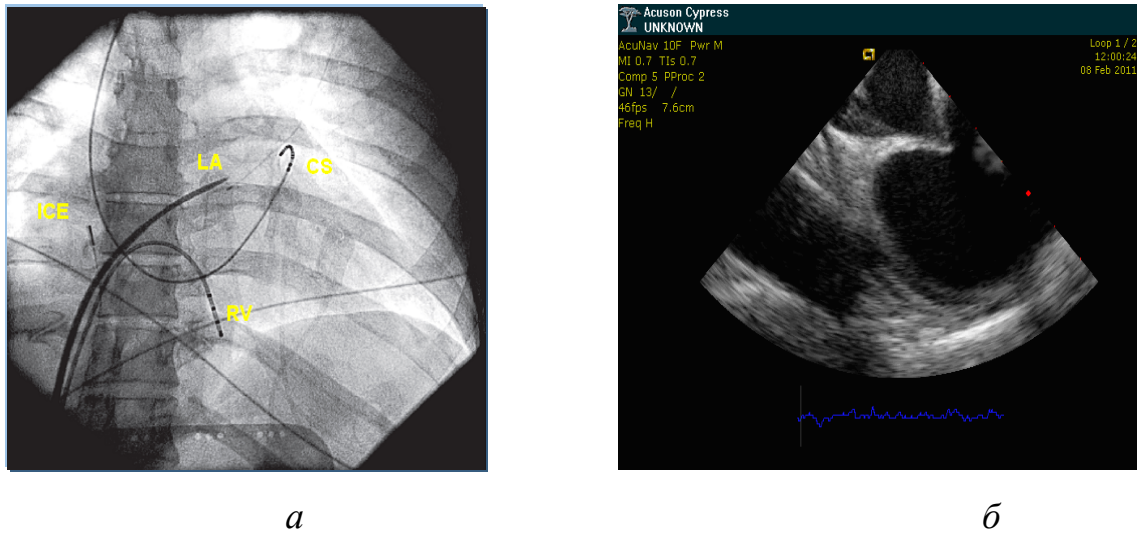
Рентгеноскопічні етапи пункції міжпередсердної перегородки: *а* – проекція RAO-30 (CS – електрод у коронарному синусі, LA – інтрод'юсер та голка для транссептальної пункції у лівому передсерді, ICE – датчик внутрішньосерцевої ЕхоКГ, RV – референтний електрод у правому шлуночку; *б* – транссептальна голка впирається у міжпередсердну перегородку на рівні овальної ямки за даними внутрішньосерцевої ЕхоКГ
